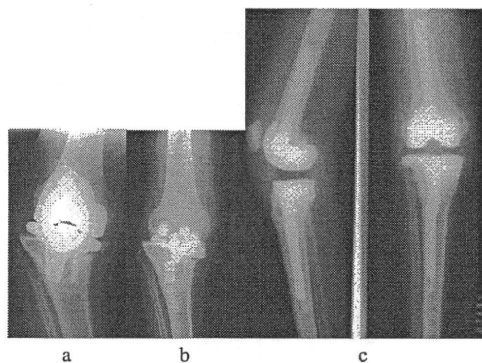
症例2 a TKA術後X線 b 抗生剤含有HA留置後X線 c 再置換術後X線
